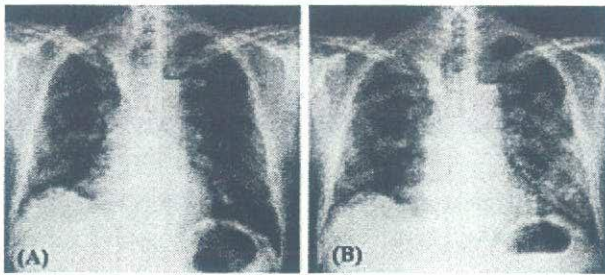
Chest roentgenogram one month before admission (A) and upon admission (B). (A) The bilateral interstitial shadows were dominant in the lower lung field. (B) The shadows became worse over time.
